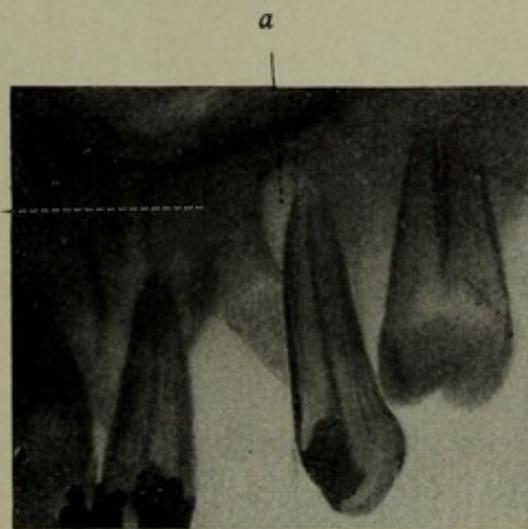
Röntgenbild einer Granulationshöhle (*a*) an der Wurzelspitze eines oberen Eckzahns. *b* = normaler Knochen.
